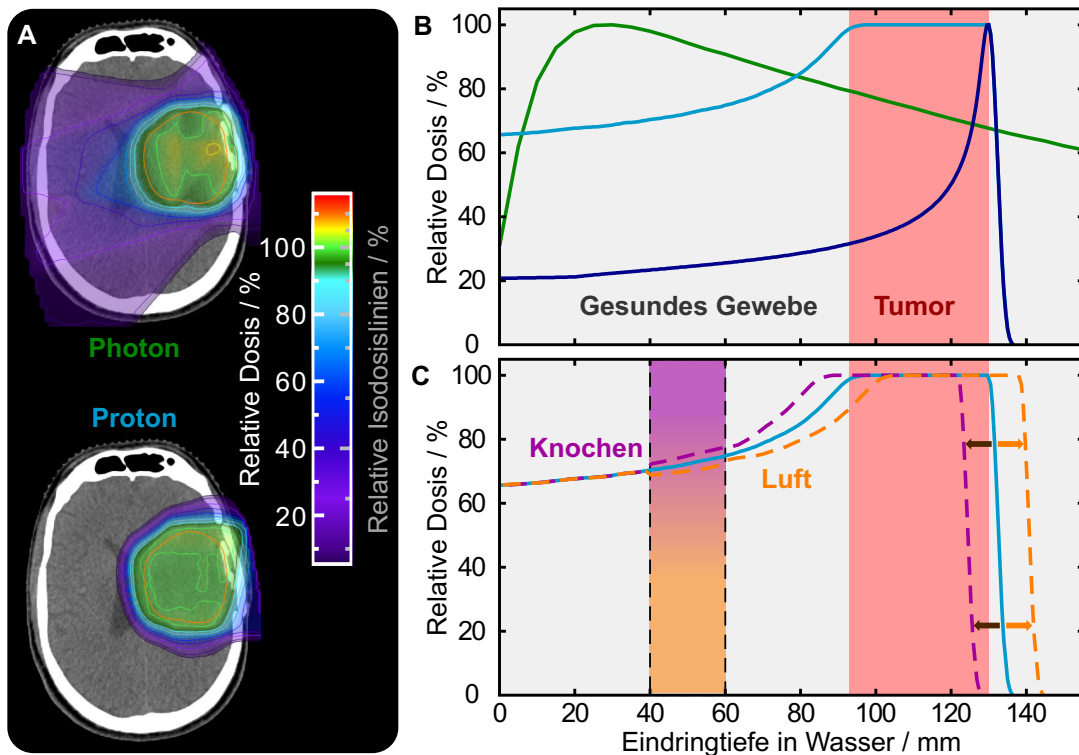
(A) Dosisverteilung in einer exemplarischen transversalen CT-Schicht eines Hirn-Tumor-Patienten für einen Photonen- und Protonen-basierten Bestrahlungsplan. (B) Tiefendosisverteilung von 15 MV Photonen (grün), 135 MeV Protonen (dunkelblau) und eines an das Tumervolumen (rot) angepassten ausgedehnten Bragg-Peaks (hellblau). (C) Variation des proximal zum Tumor liegenden Gewebes (orange/violett), welche zur Verringerung (höhere Dichte, z. B. durch Knochen) oder Erhöhung (niedrigere Dichte, z. B. durch Luft) der Protonenreichweite und damit zur kritischen Dosisverringern (-erhöhung) im Tumor (gesunden Gewebe) führt. (Quelle: In Anlehnung an Wohlfahrt, 2018)
